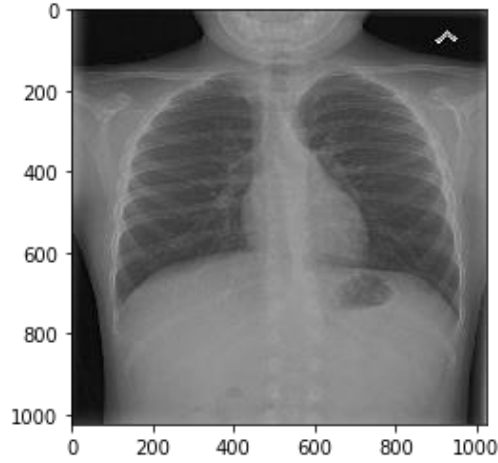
31 Efüzyon Tanısı İçin Röntgen Görüntüsü [65]
